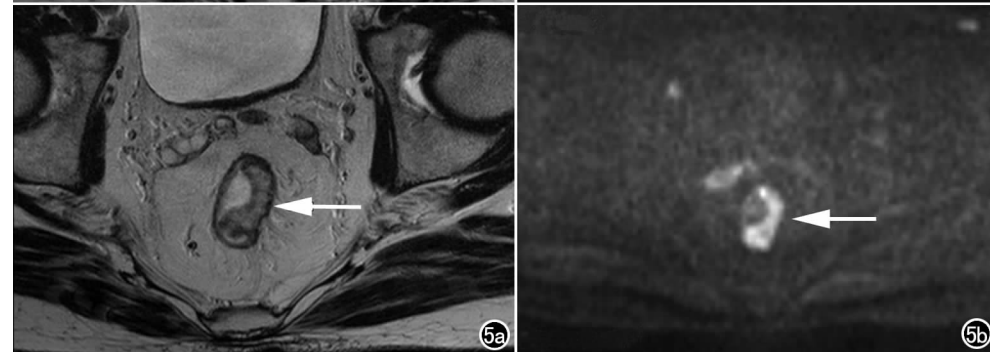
男, 76 岁, T_2 期黏液腺癌。a) 高分辨 T_2 WI 示肿瘤呈高信号, 局部肠壁增厚(箭)与肠道残留水分易混淆; b) 屏气 DWI ($b=1000 \text{ s/mm}^2$), 示肿瘤呈明显高信号(箭), 肠道内水呈低信号, 肿瘤显示清楚, 右侧精囊腺呈高信号。
